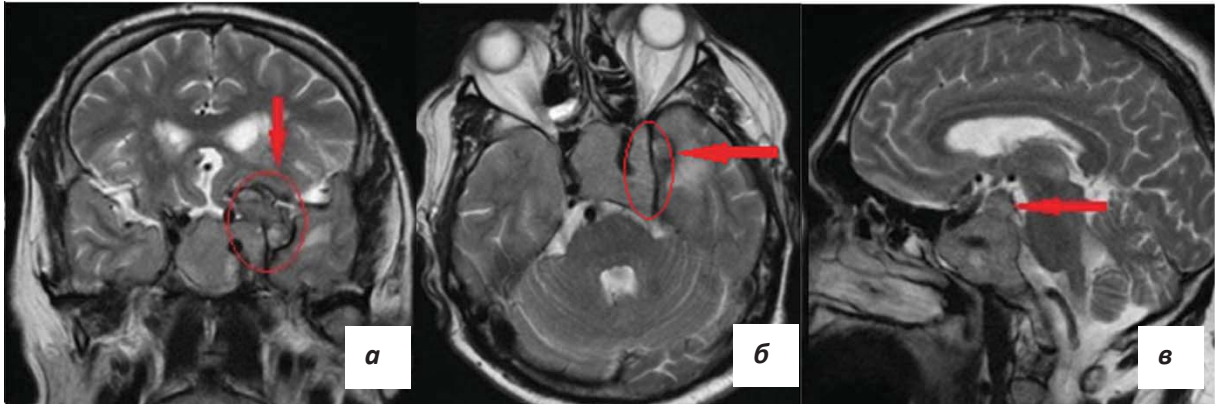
Пациент А.16 лет. Фармакорезистентная ПСАГ. МРТ головного мозга: (а – фронтальная проекция: опухоль прорастает кавернозный синус и формирует вторичный узел; б – аксиальная проекция: опухоль распространяется за кавернозную часть внутренней сонной артерии; в – сагиттальная проекция: супраселлярный узел). Получал терапию каберголином в течение 11 месяца, без эффекта (ПРЛ-10000мЕд/л). Был оперирован (ПРЛ после операции 3500мЕд/л). После операции была продолжена терапия каберголином в больших дозах. Далее 04.2018 лучевая терапия.
